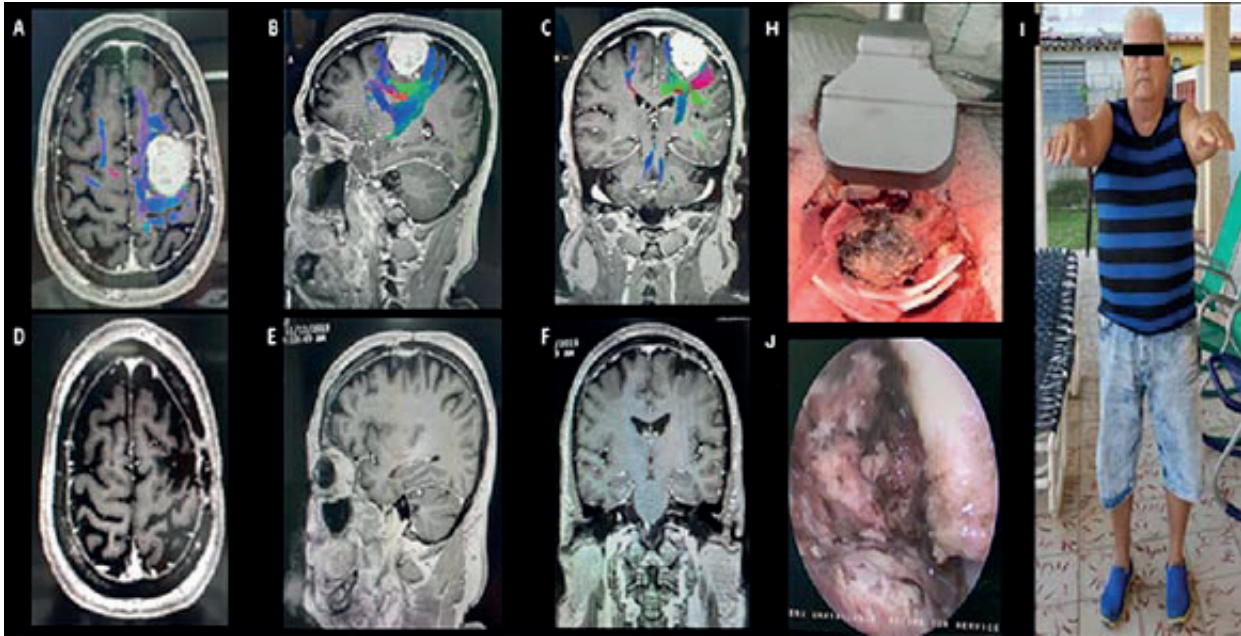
A, B, C Imágenes de IRM de alto campo magnético en el neuronavegador. Se observa lesión extraxial, captante de contraste en área frontoparietal compatible con meningioma de la convexidad de 45x37x38.6 mm y su relación con los tractos de sustancia blanca (cortes axial, sagital y coronal respectivamente), D, E, F Imágenes de Resonancia Magnética de alto campo (cortes axial, sagital y coronal respectivamente) postoperatorios donde se observa remoción de la lesión tumoral. H. El exoscopio como herramienta de magnificación endoscópica y el meningioma durante la disección subaracnoidea. J Imagen del lecho quirúrgico con ausencia de lesión bajo visión endoscópica. K Paciente en su sexto día de evolución postoperatoria en su hogar.
